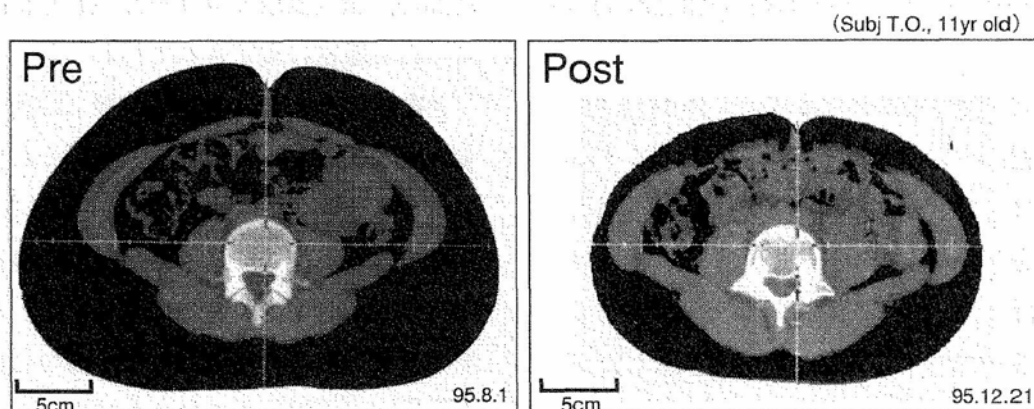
食事+運動療法前後における臍高部 CT 画像の変化 (典型例)
